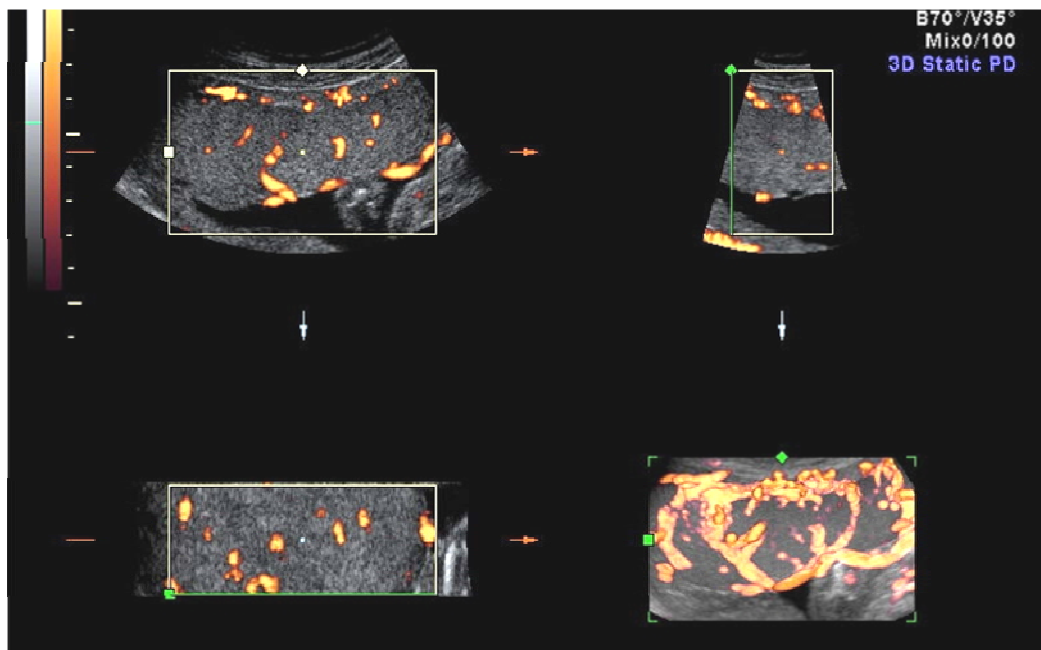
Captação da placenta pela ultrassonografia 3D com *power* Doppler pelo método VOCAL
